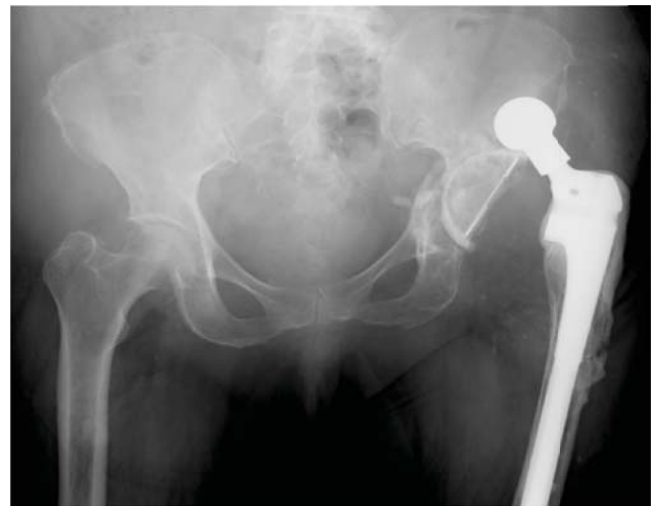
Radiografía anteroposterior de la pelvis con luxación posterior de artroplastía total de cadera.
